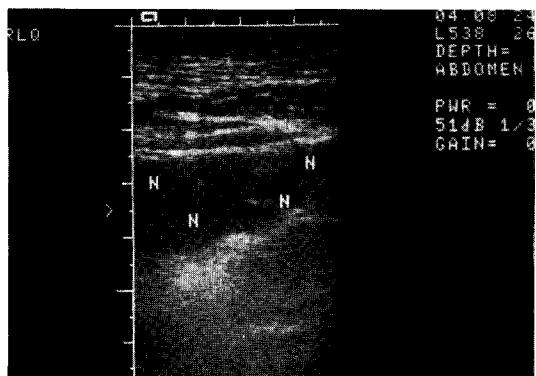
Abdominal ultrasonography of patient with typhoid fever. Multiple variable sized mesenteric lymph nodes(N) are noted in the right lower quadrant of abdomen.
